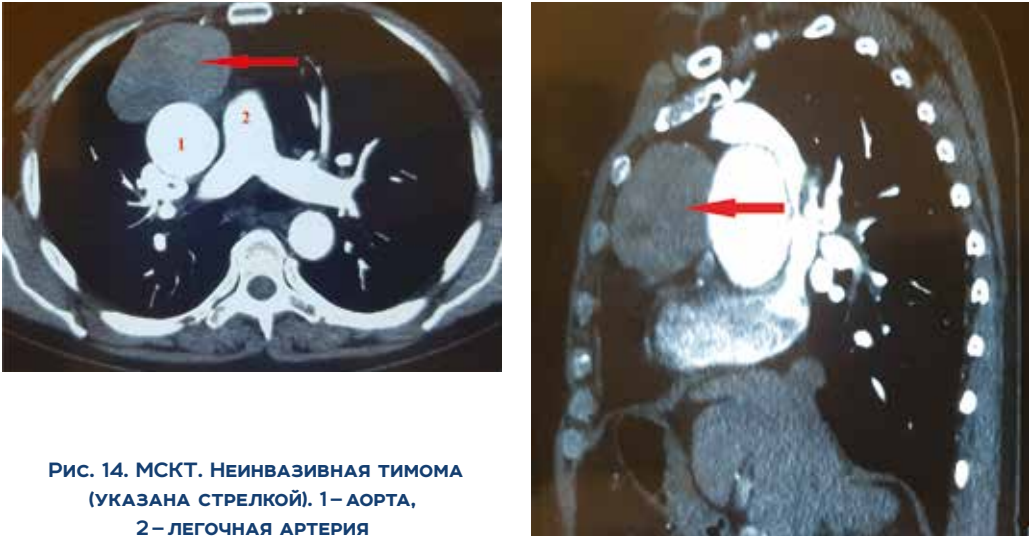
МСКТ. Неинвазивная тимома (указана стрелкой). 1 – аорта, 2 – легочная артерия
